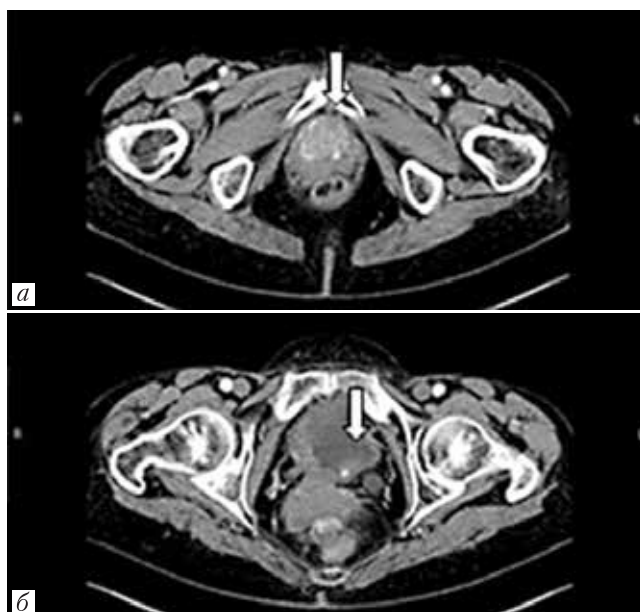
КТ органов малого таза с внутривенным контрастированием от 12.03.2018
